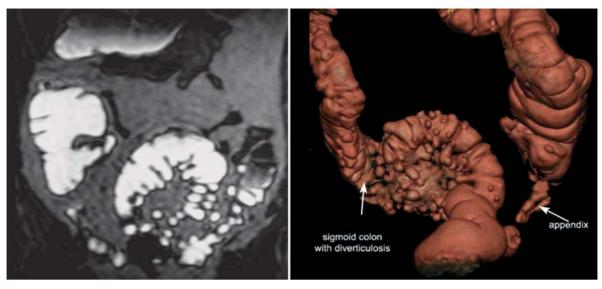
Divertikulose. Zufallsbefund in der MRT: typische Aussackungen im Sigma (T2-Gewichtung, True-fisp-Sequenz, 3D-Modell)
